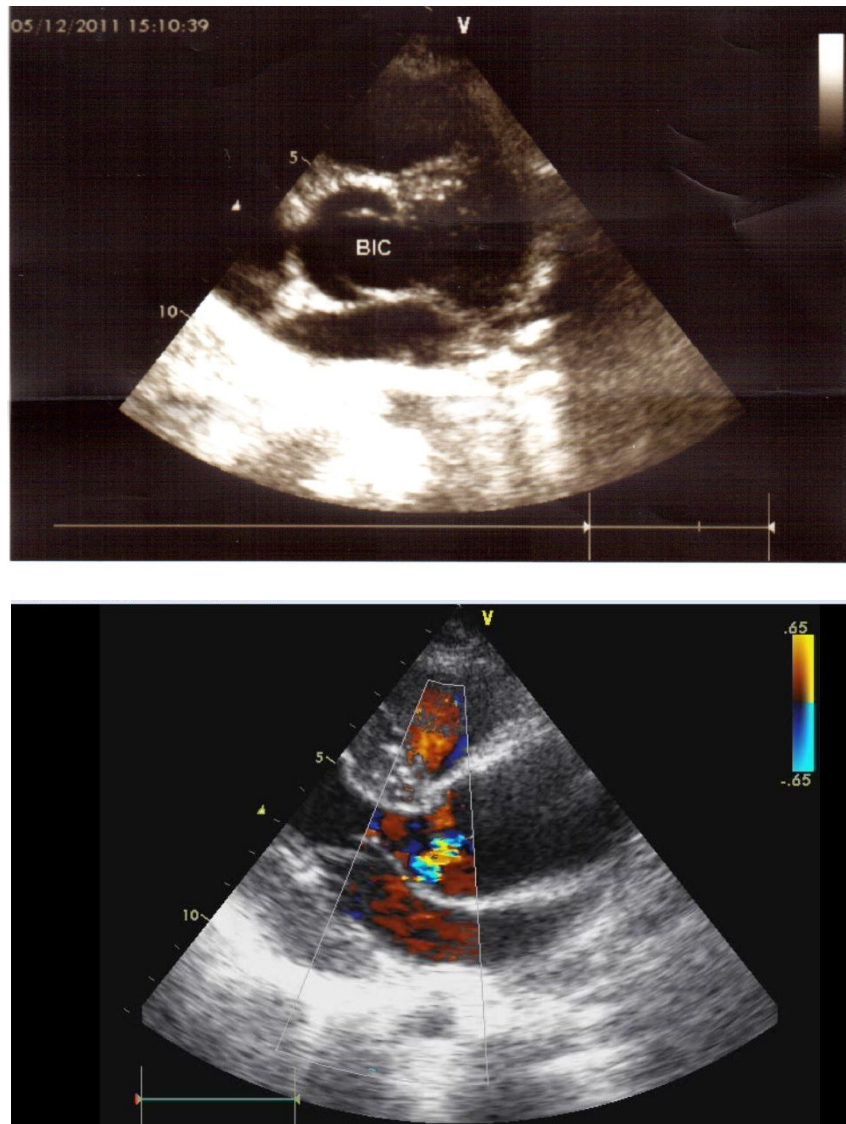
Echocardiographie transthoracique, coupe parasternale petit axe transaortique montrant la bicuspidie associée à la CA. BIC : bicuspidie.
